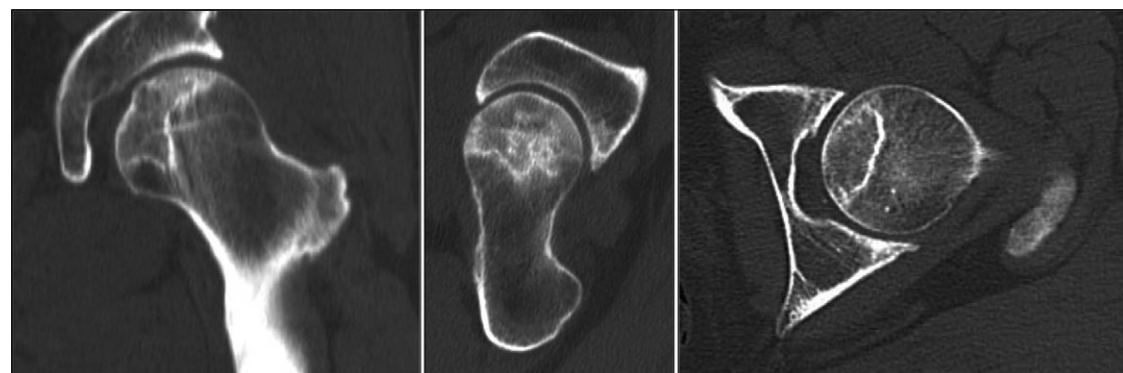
TC pre-operatoria che mostra la lesione osteonecrotica a carico della testa femorale
